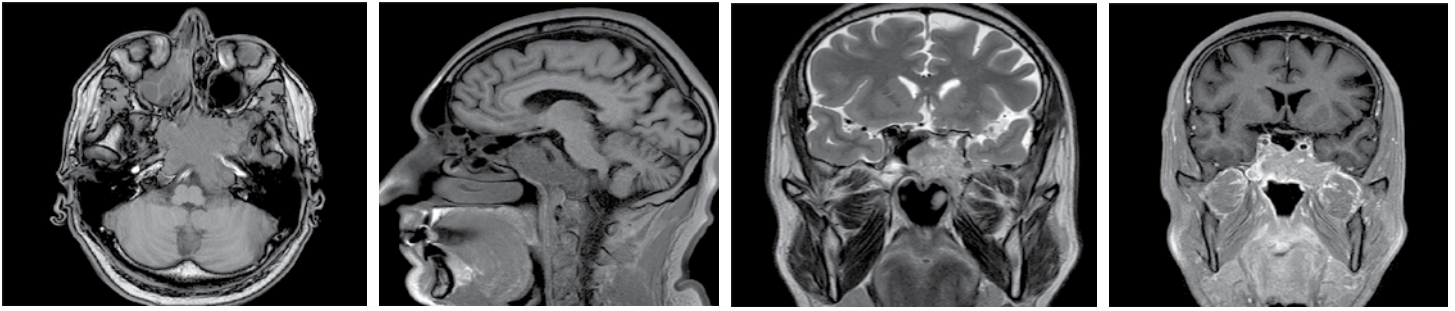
МРТ: T1-взвешенное изображение (ВИ), аксиальная реконструкция (А), T1-ВИ, сагиттальная реконструкция (Б), T2-ВИ (В), T1-ВИ с контрастным усилением (Г), фронтальные реконструкции. Образование клиновидной пазухи представлено изо-гипоинтенсивным МР-сигналом на T1-ВИ и T2-ВИ, неравномерно накапливает контрастное вещество на T1-ВИ
